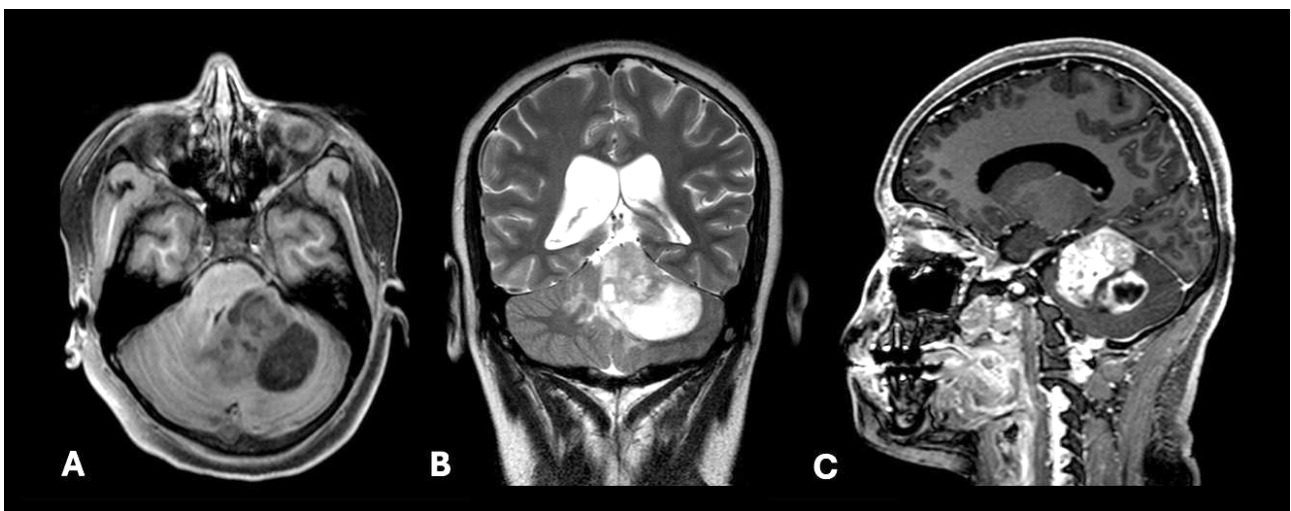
RM cerebral sin y con contraste.
